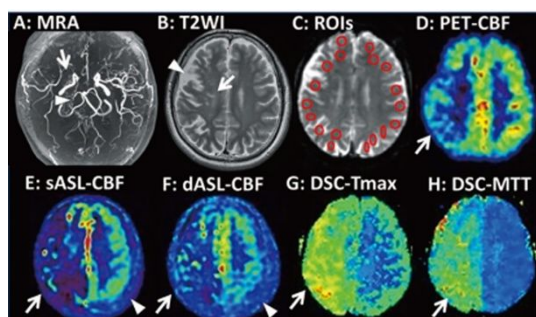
ASL-MRI の意義に関する論文図
